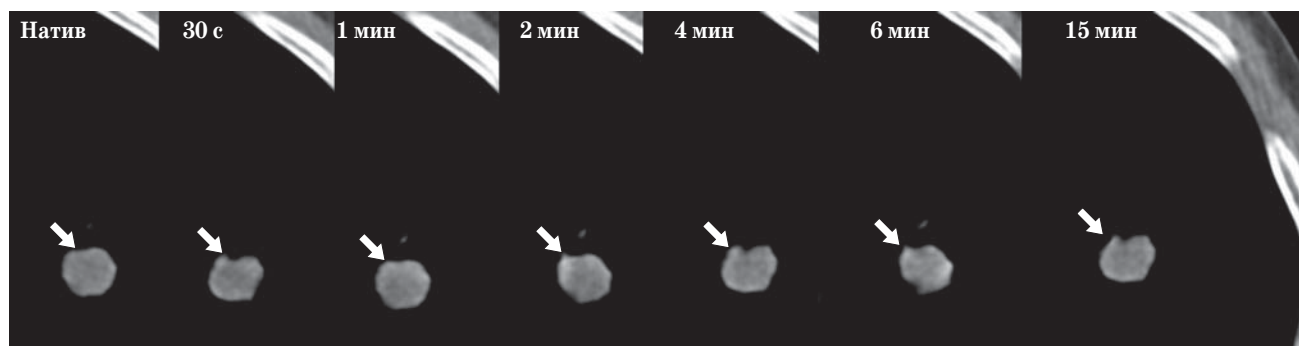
Динамическая КТ легких при туберкулеме. Накопление КВ в виде “ободка” (указано стрелкой).
